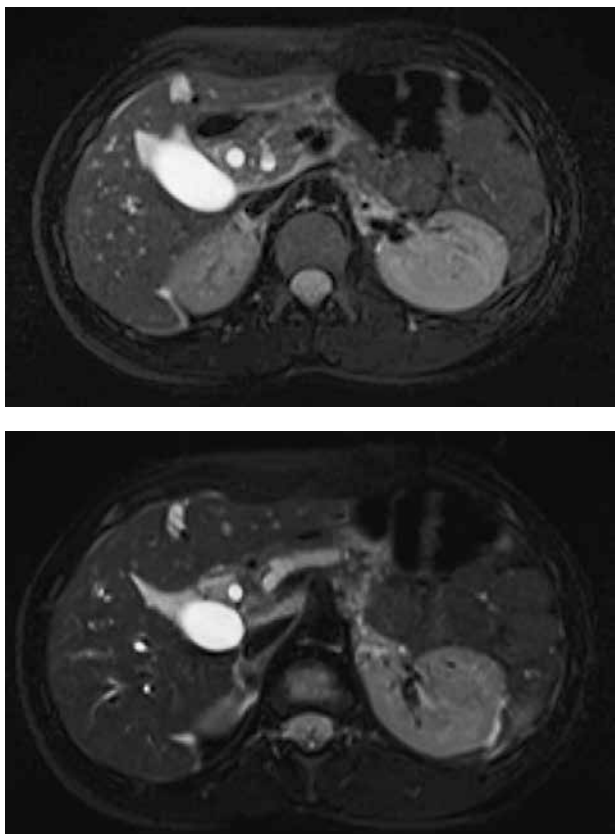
МРТ ОБП T2-В/И STIR (10.11.2016) пациентки Б. Определяется диффузное увеличение размеров ПЖ, инфильтрация парапанкреатической клетчатки, неравномерное расширение панкреатического протока, более выраженное в области головки и тела
